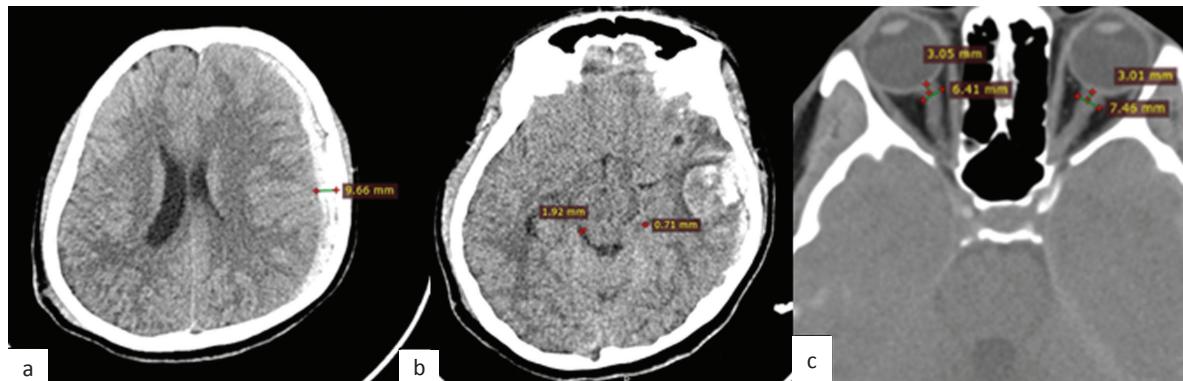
Дооперационная КТ-картина: а) субдуральная гематома толщиной 9,6 мм слева; б) сужение и деформация обводной цистерны; в) размеры ДОЗН до 7,6 мм слева
